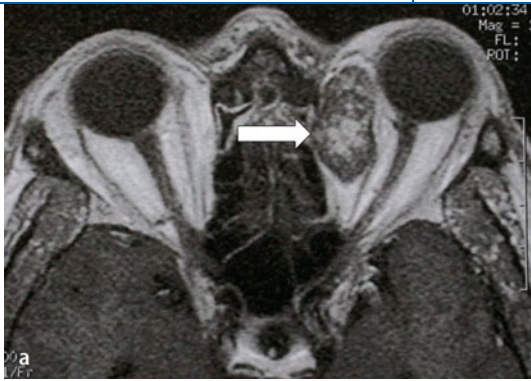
◀ Transkutane Entfernung (b) des in der axialen, T1-gewichteten MRT (a) sichtbaren, extrakonal gelegenen Kavernoms (*Pfeil*) durch einen medialen Hautschnitt nach Kilian. Der Tumor ist bereits durch Präparation nach anterior mobilisiert
